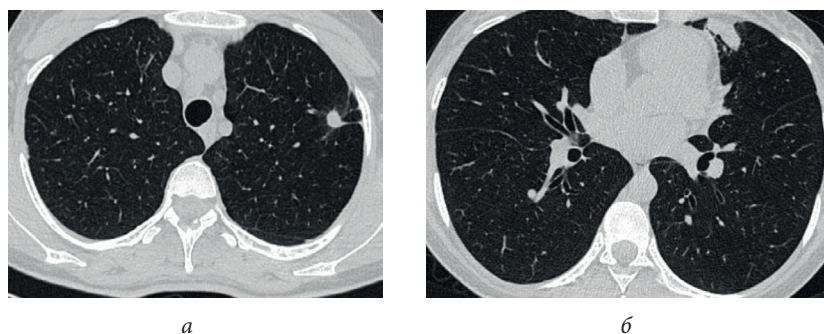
Аксиальные срезы КТ органов грудной клетки в легочном режиме.
